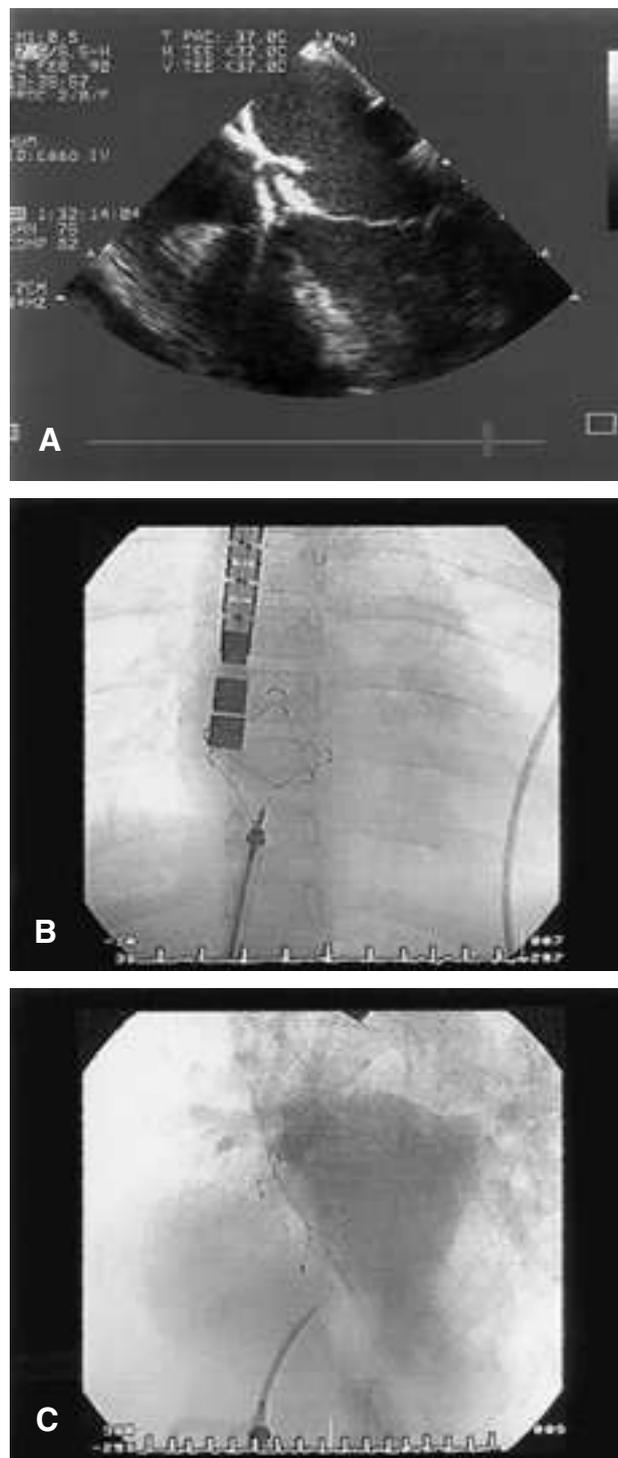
A: ecografía transefagógica en la que se visualiza el dispositivo Angel Wing implantado en el tabique interauricular; B: imagen antes de la liberación. Nótese la articulación del sistema liberador en el vértice; C: angiografía en recirculación una vez liberado el dispositivo Angel Wing.
